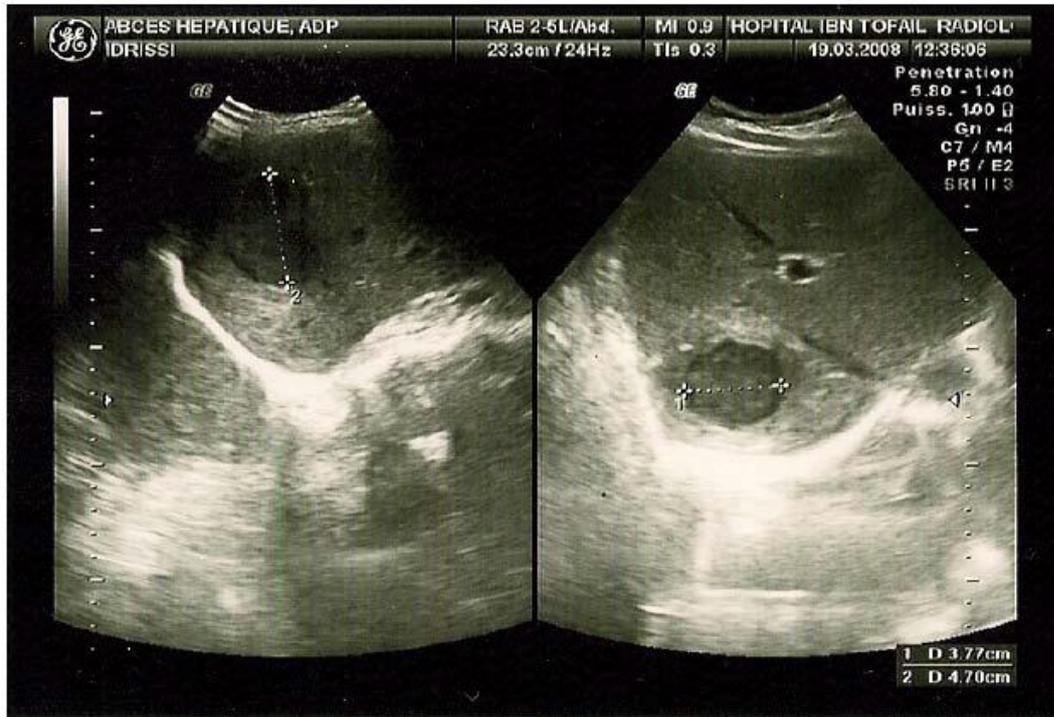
Image échographique montrant un abcès du foie droit du segment V.
